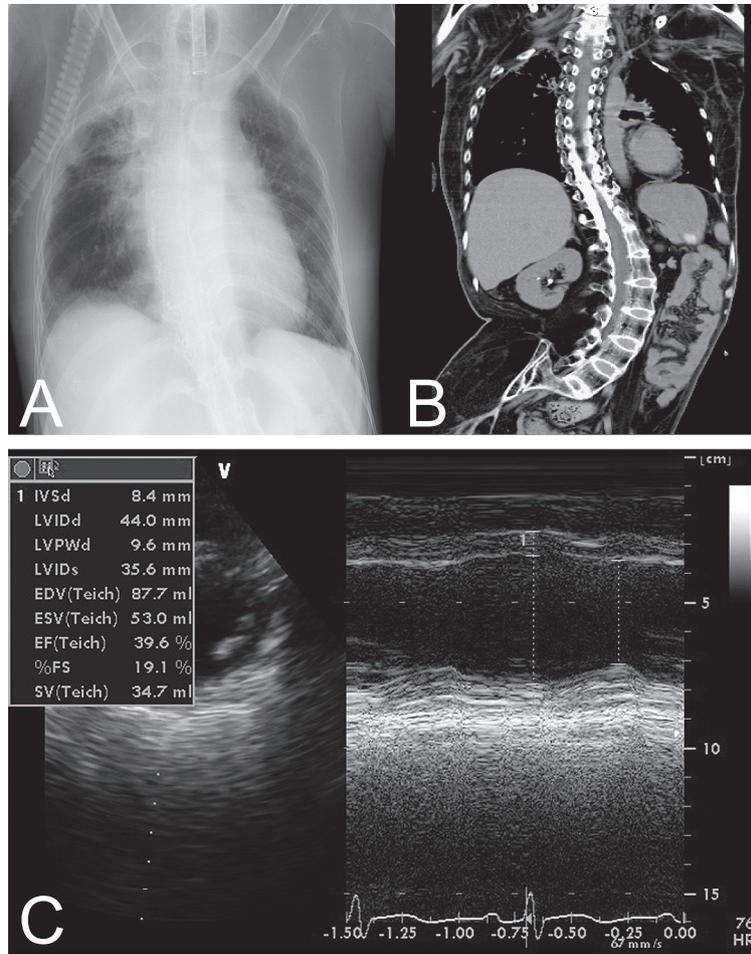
Chest X-ray, wholebody CT Scan, and echocardiography of Case 2.
